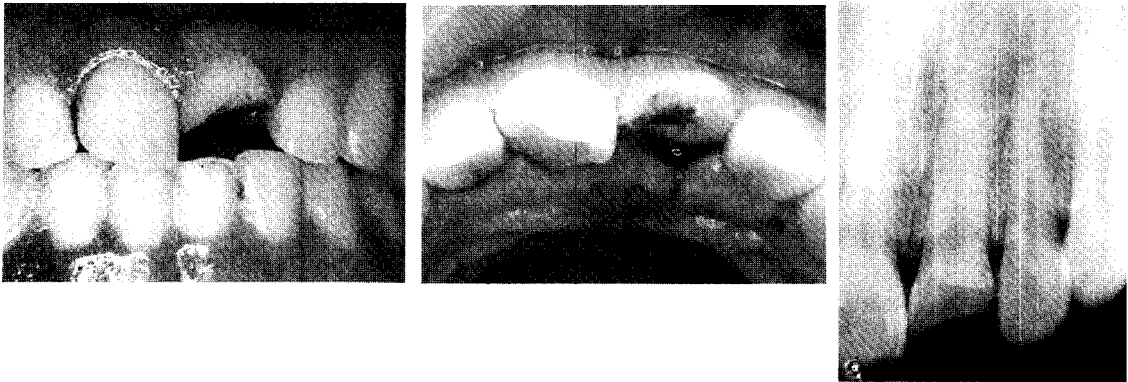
28세 여자 환자로 상악 좌측 중절치의 파절로 인한 심미적인 문제로 내원하였다. 환자는 계단에서 넘어져서 21번 치아가 파절되어 응급처치를 받고 온 상태였다. 구강내 및 방사선 소견상, 설측에서 치은연하로 약 5mm 부위에 파절이 되어 있었다. 방사선 사진상 곧은 치근 형태를 보이고 있다.
